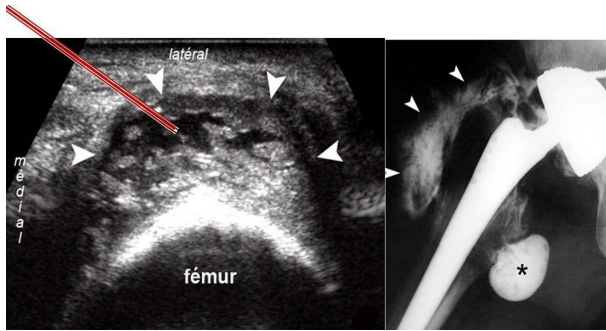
coupe échographique axiale. Collection parafémorale à paroi épaisse et irrégulière (têtes de flèches). Ponction échoguidée suivie d'opacification. Sepsis.
